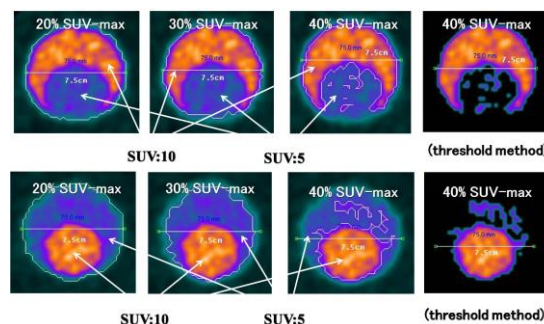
2層性、偏在球形モデルにおける FDG 集積：辺縁の線は、SUV-max の 20%、30%、40% SUV 値によって求めた ROI 法による輪郭 (右端のみ threshold 法による輪郭)。内層が偏在して、FDG 濃度が内外で異なる場合、SUVmax 20%では一応球形となるが、%が高くなる程、歪みが大きくなって球形とは言えないような画像となった。
